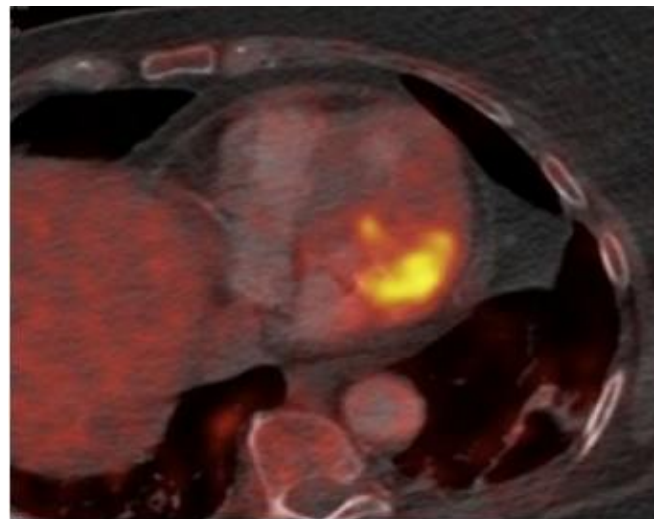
Estudi PET-TC que mostra captació de 18-FDG a zona perianular mitral, confirma el diagnòstic d'extensió intramiocàrdica.
